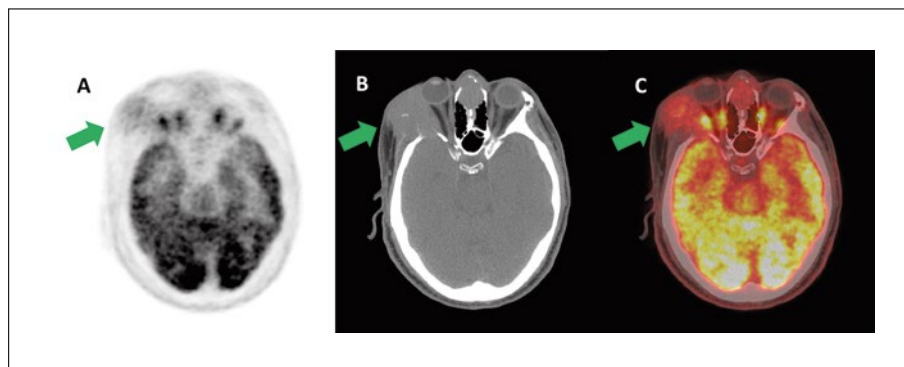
Uomo di 57 anni con diagnosi di LNH primitivo dell'orbita. La ^{18}F -FDG PET/TC cranica nelle sezioni assiali PET, TC e di fusione (A, B, C) ha mostrato localizzazione linfomatosa (freccie) in corrispondenza dei tessuti molli della cavità orbitaria dx, con interessamento della parete ossea laterale della cavità orbitaria (SUV_{max} 10.9).
